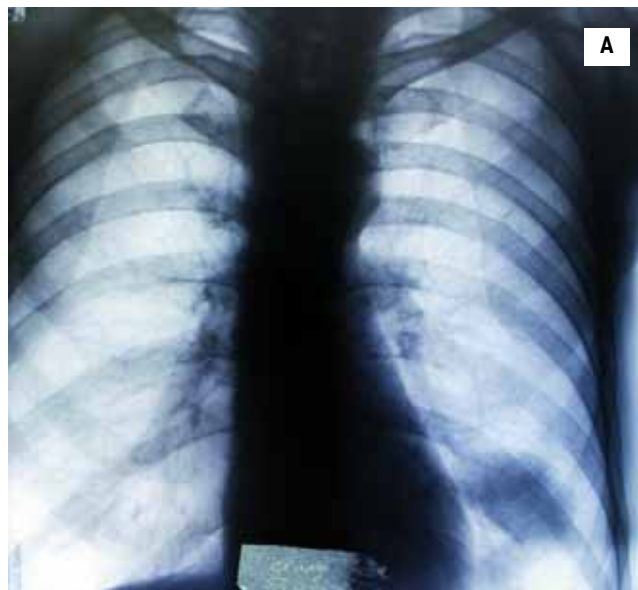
Периферический рак нижней доли левого легкого. Рентгенограммы в прямой (А) и боковой (Б) проекциях
